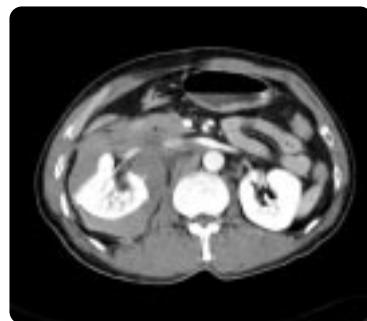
(c). Immediately CT scan after stent deployment shows a large subcapsular hematoma.
